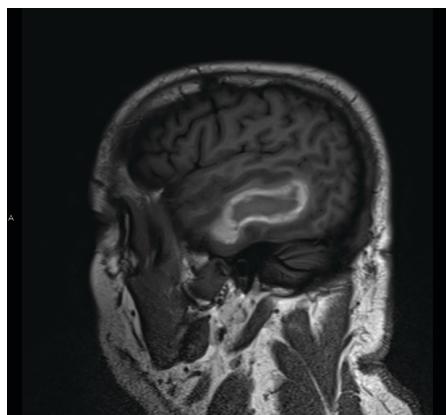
Vue sagittale de l'IRM pondérée en T1. La zone des hypersignaux, ou zone lumineuse, indique l'emplacement et la taille de l'hémorragie dans le lobe temporal.
